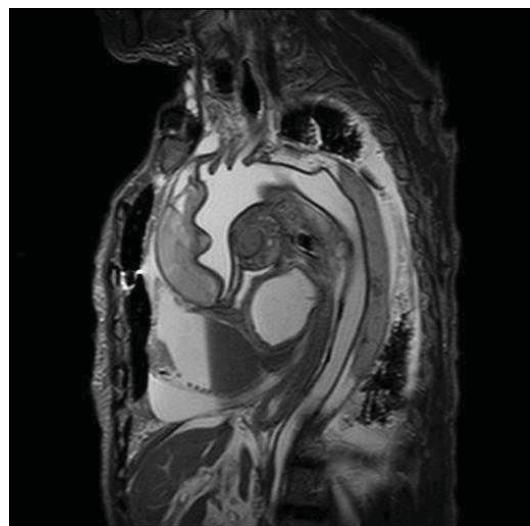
－1 80歳代の女性。心窓部痛と呼吸苦で来院し、心配停止に至った急死例。遺体のMRI画像である。上行大動脈から大動脈弓部における大動脈の解離がきれいに描出されている。
